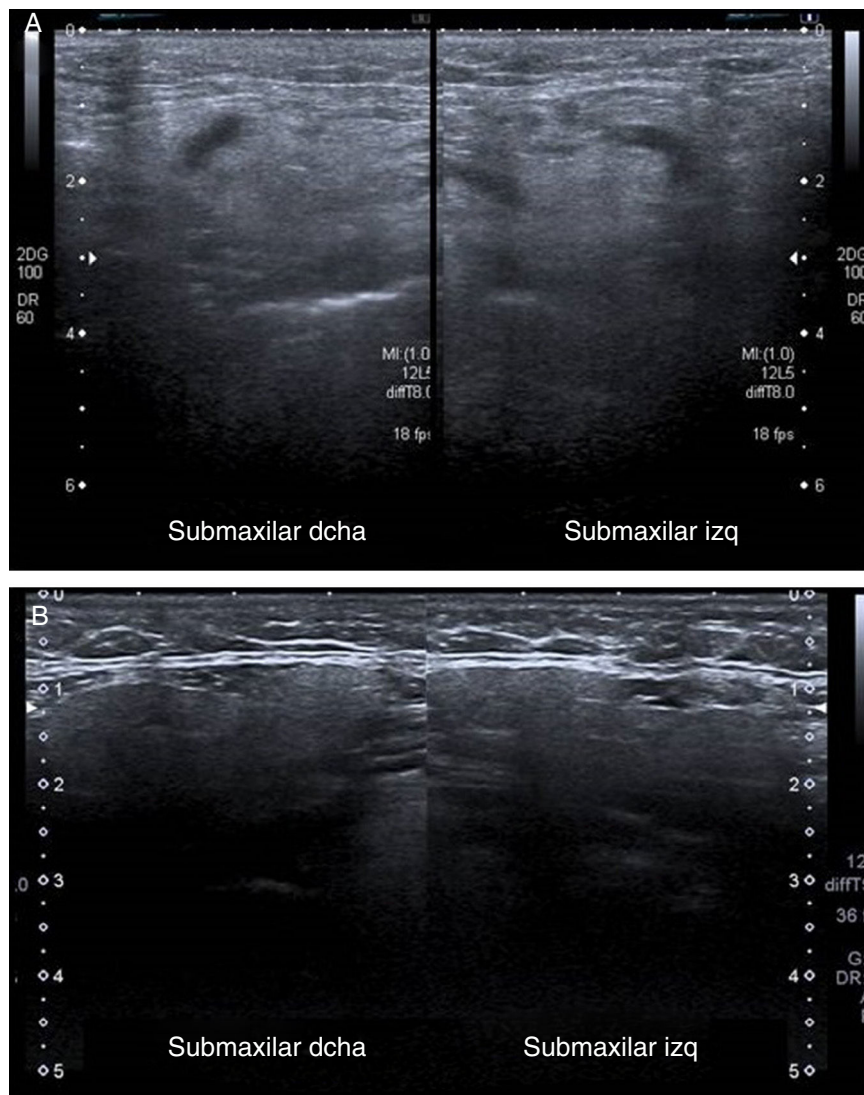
A) Imagen de ecografía cervical con sonda lineal en la que se observa un aumento difuso del tamaño de ambas glándulas submaxilares, que presentan un aspecto edematoso con pérdida de la diferenciación del contorno glandular. B) Ecografía cervical realizada a las 48 horas en la que se observa una adecuada diferenciación del parénquima glandular con desaparición de los signos inflamatorios.
